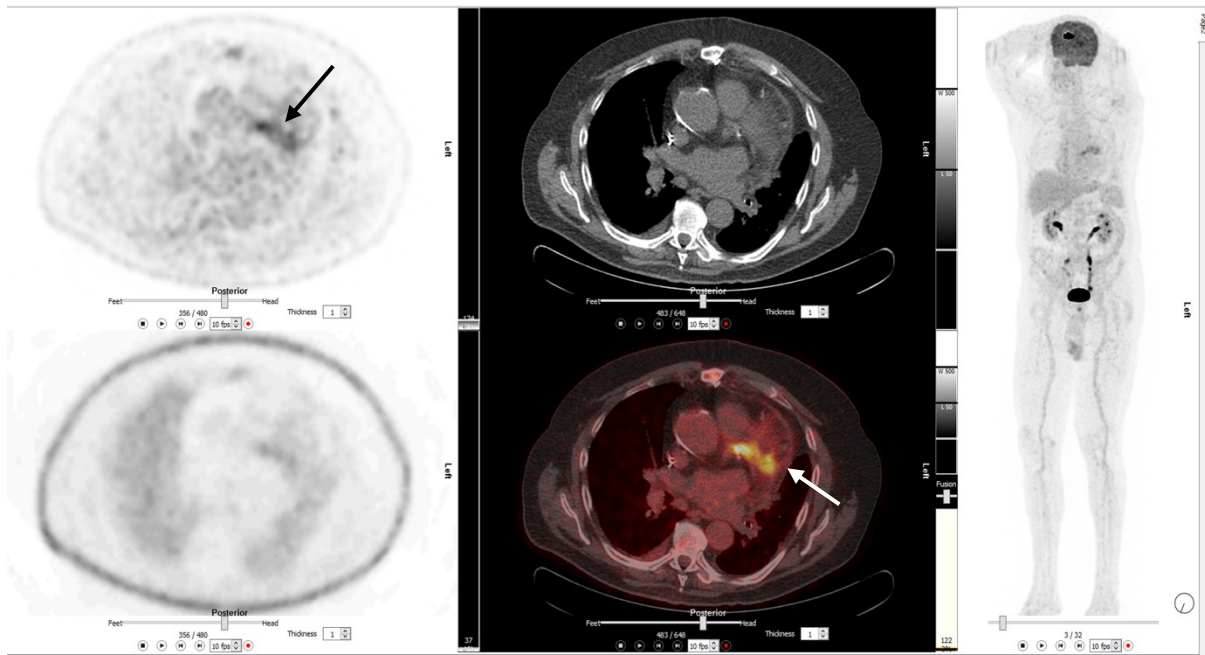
Ein 77-jähriger Mann mit Fieber, Müdigkeit und erhöhtem CRP. FDG-PET-CT (A: PET, oben mit Schwächungskorrektur; B: CT oben, Fusionsbild unten; C: Maximumintensitätsprojektion (MIP) zeigt pathologische FDG-Anreicherung (Pfeil) an der Aortenklappe, im linken Ventrikel, angrenzenden Perikard sowie in Lymphknoten im aortopulmonalen Fenster und Mediastinum. Diagnose: Aortenklappenendokarditis.
